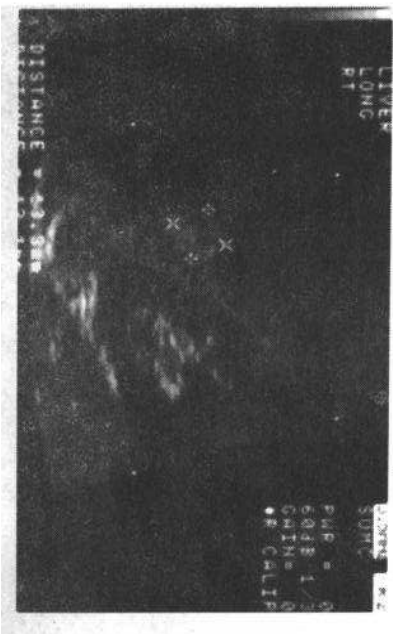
一中年妇女,超声偶然发现肝右叶后段有一直径1.4cm的病灶,符合血管瘤
